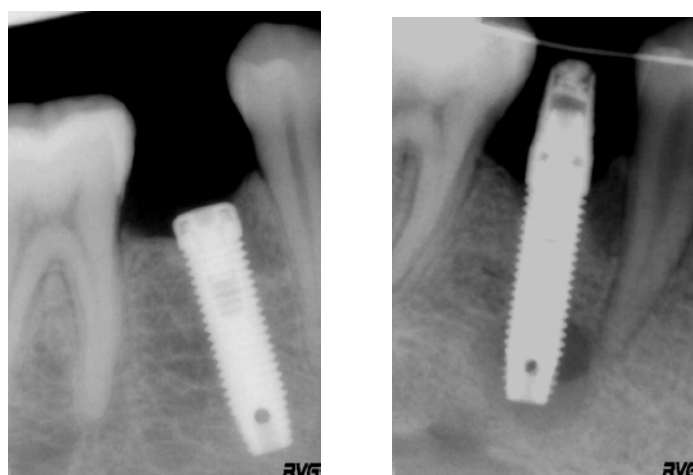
Контрольные рентгенограммы - перед проведением 2-го этапа (1) и перед постоянным протезированием (2)
